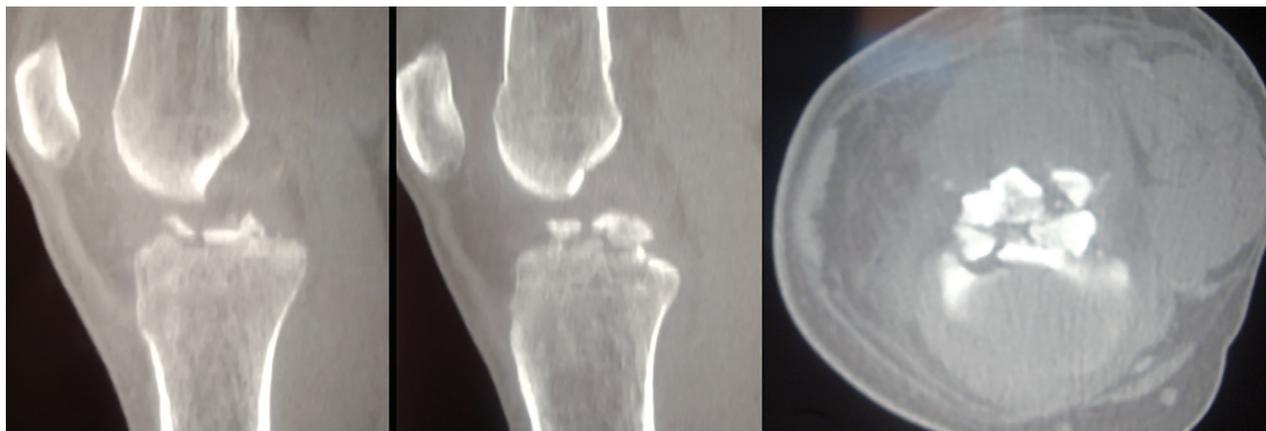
TAC Cortes Sagitales y Axial, al momento de la lesión. Fractura de espina tibial cominuta (Tipo IV).
